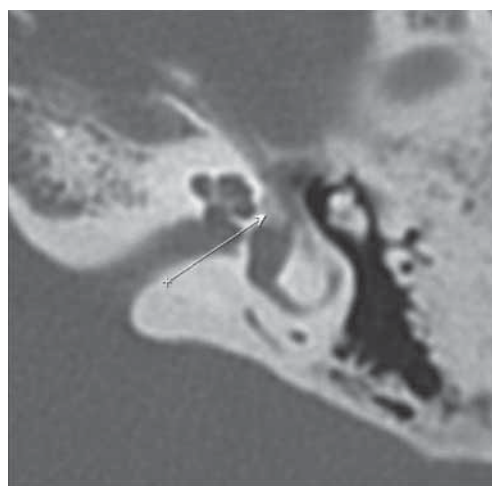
МСКТ левой височной кости, аксиальная проекция. Стрелкой указан очаг отосклероза.
